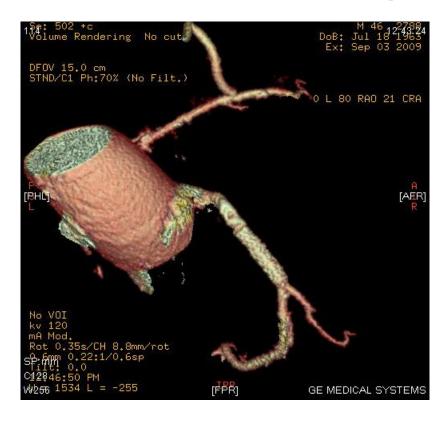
МСКТ КГ и шунтография пациента после стентировнаия ПКА и МКШ в ПМЖВ
